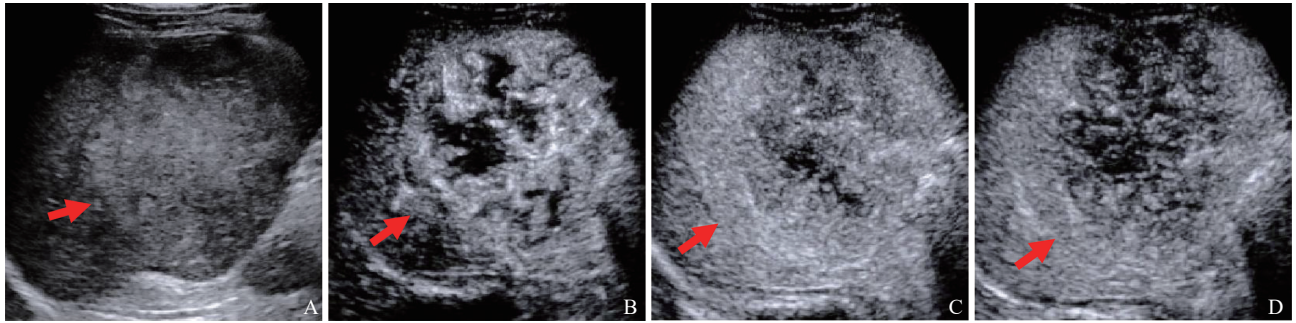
典型病例2 (患者, 男性, 41岁, 低分化HCC, LR-M) 超声图像
